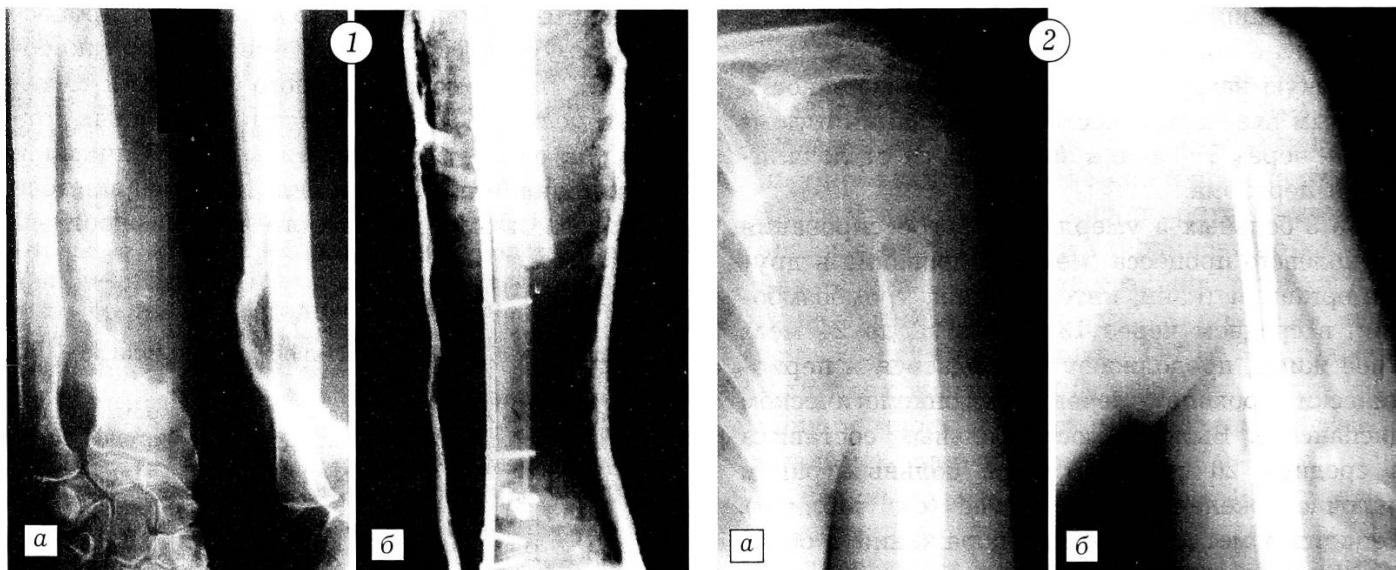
Рентгенограммы правого предплечья больного с переломом лучевой кости в области метастаза рака нижней губы.
